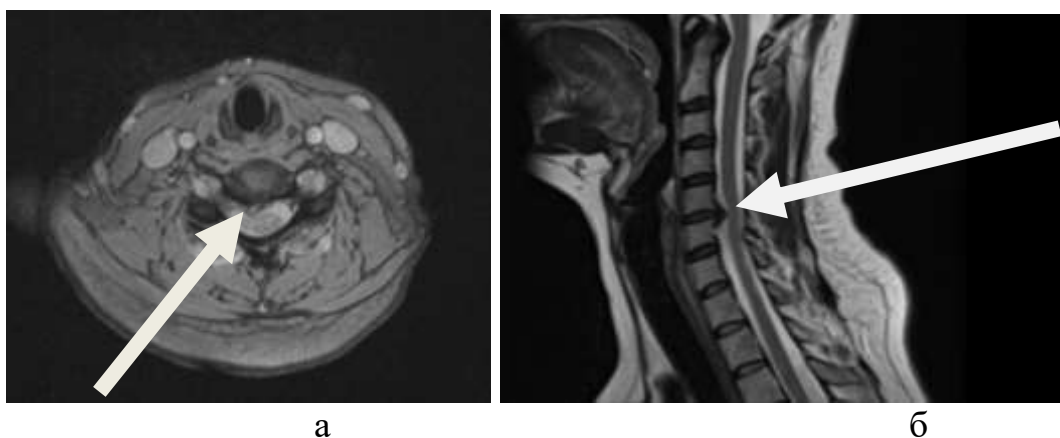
МРТ шейного отдела пациентки П. (И/б№26605/840 - 2021 г.), грыжа диска C5-C6 а- фронтальный срез,/ б- сагитальный срез
